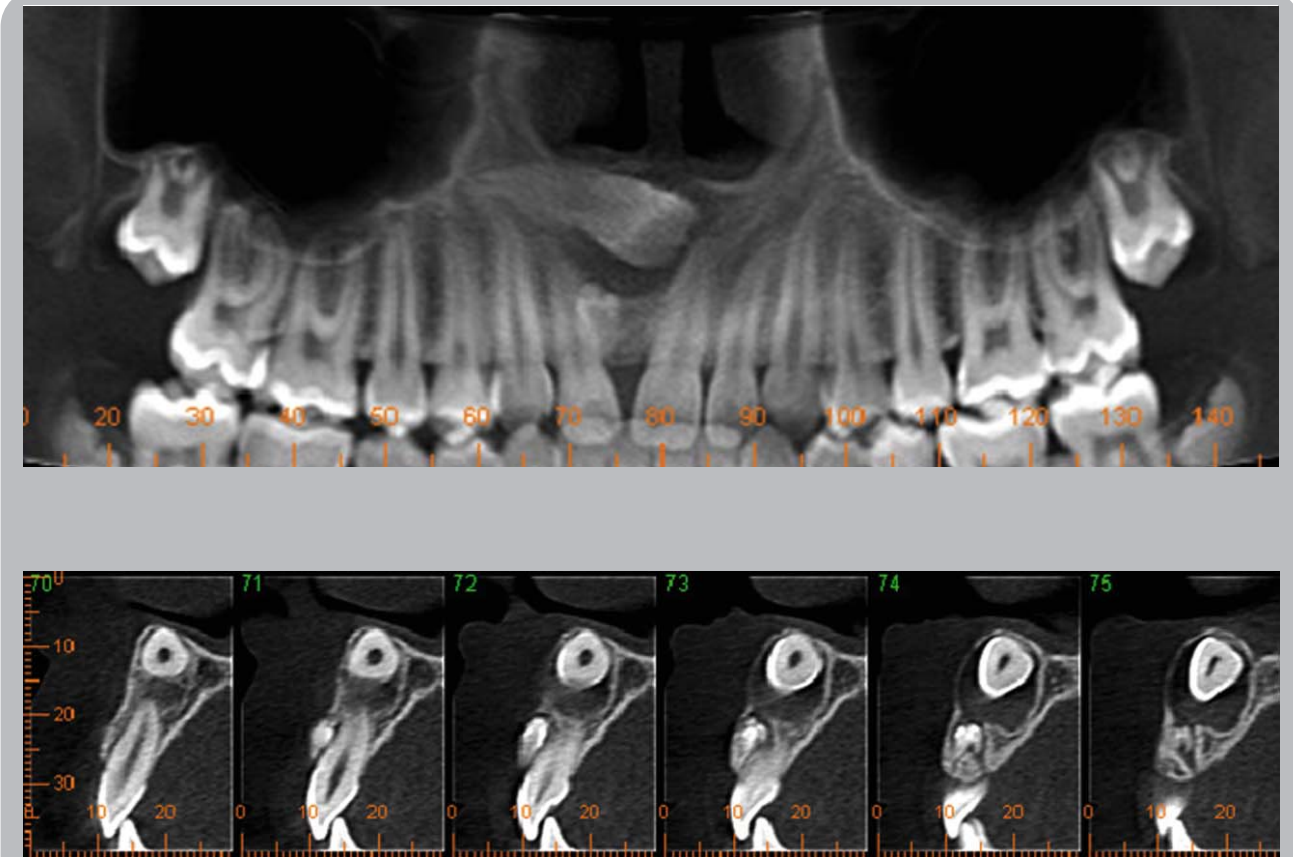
Hombre de 15 años. Estudio cone beam. Vista panorámica. Se nota incisivo central derecho incluído en mesioversión con su corona a nivel de línea media y en relación al piso de fosas nasales. Lecho pericoronario sugiriendo una hiperplasia del saco pericoronario. El incisivo lateral derecho desplazado en mesioversión. Dos dentículos ubicados a nivel de línea media en posición invertida y proyectados parcialmente con raíz del incisivo lateral. Cortes transversales muestran los dentículos en posición vestibular en relación a raíz del incisivo lateral. Se aprecia abombamiento de la tabla ósea vestibular a nivel de los dentículos. Posible rizálisis en superficie vestibular de la raíz del incisivo.
